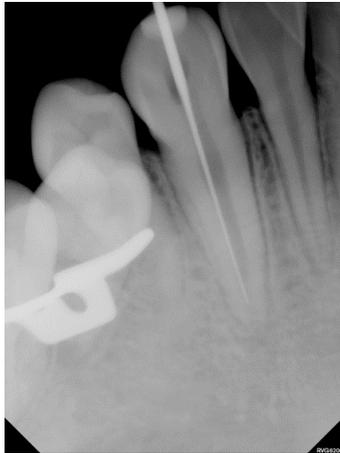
근관장 측정을 위한 치근단 방사선 사진
